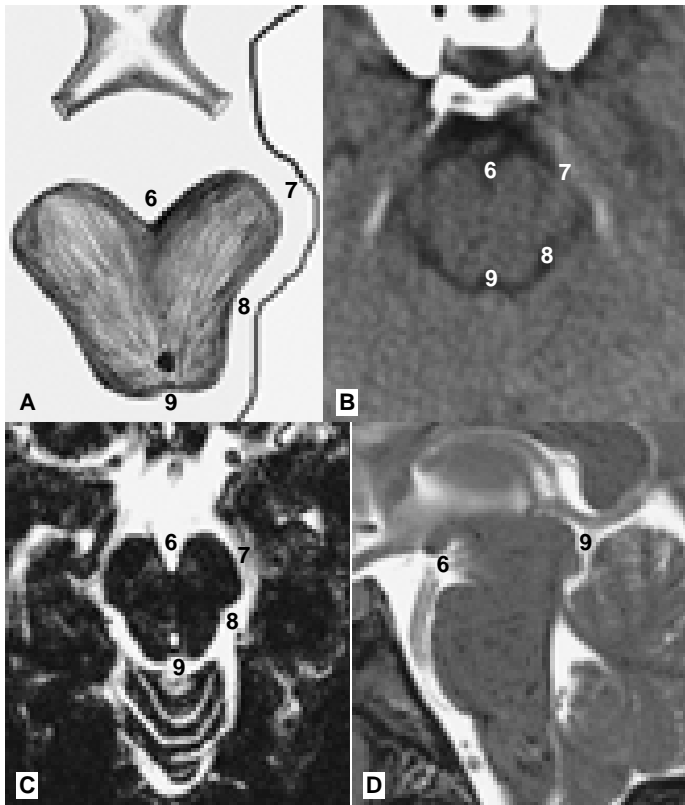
A) Relaciones de las cisternas perimesencefálicas. B) Imagen de TC simple. C y D) Imágenes de RM, axial y sagital. Los números son los mismos utilizados en la figura 1.
